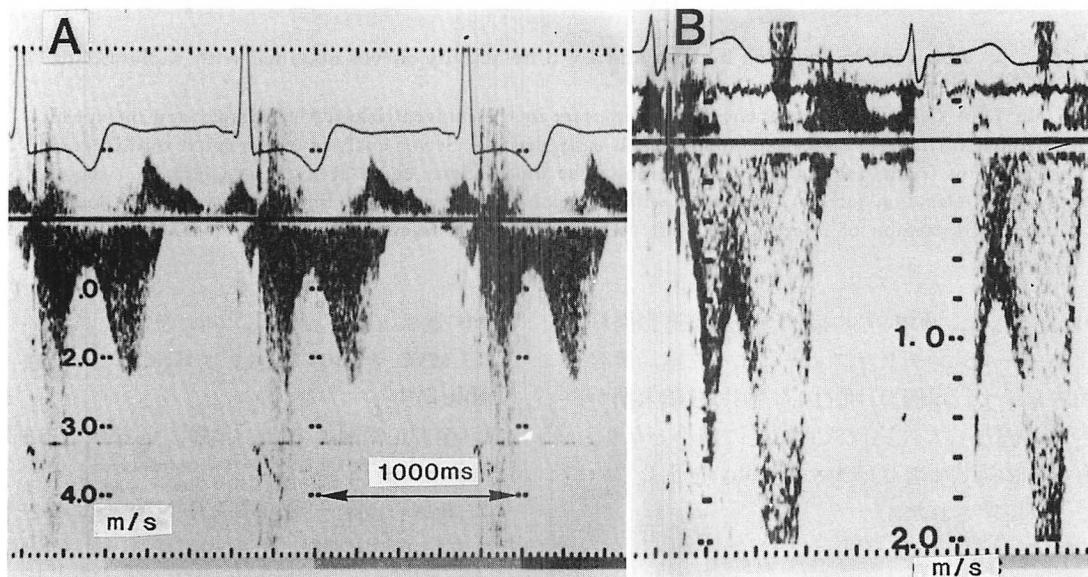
Continuous wave (A) and pulsed (B) Doppler echocardiograms in MVO (Case 3).
